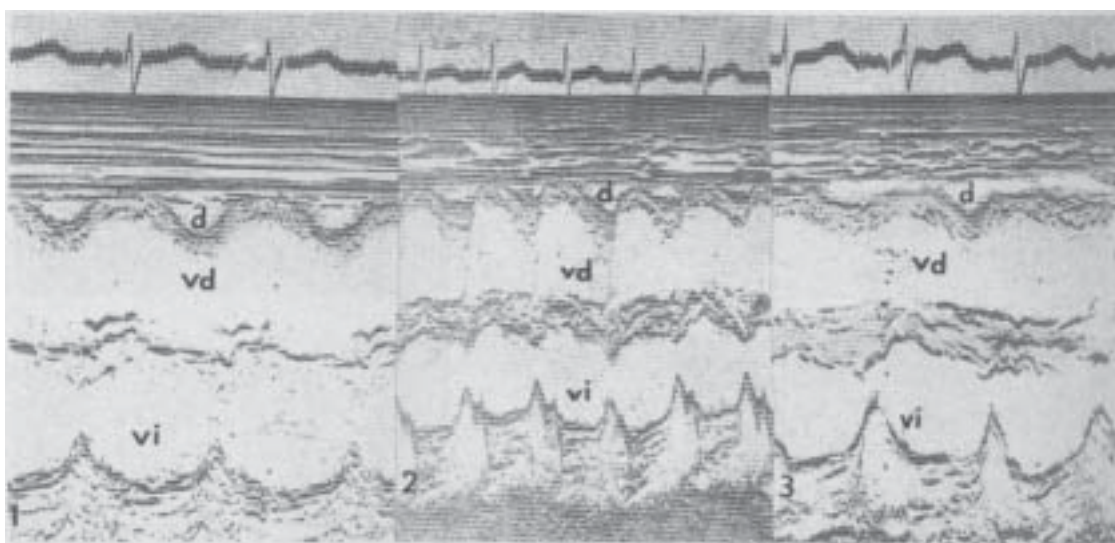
Ecocardiograma Modo M en 3 de los 7 casos (1,2,3) de enfermedad de Kawasaki en nuestra serie, que presentaron derrame pericárdico (d), el cual fue de grado discreto en todos los casos.
